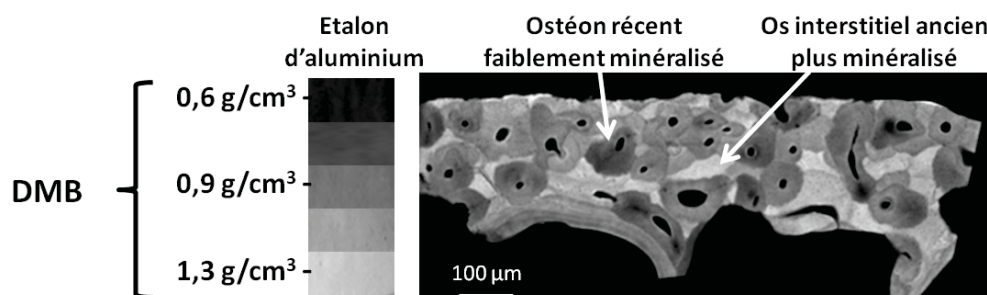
Exemple d'acquisition obtenue par microradiographie quantitative. L'étalon d'aluminium permet d'établir une relation entre le niveau de gris de l'image et le degré de minéralisation (en $g \cdot cm^{-1}$), les zones les plus sombres de la microradiographie sont les moins minéralisées, les plus claires sont les plus minéralisées.
